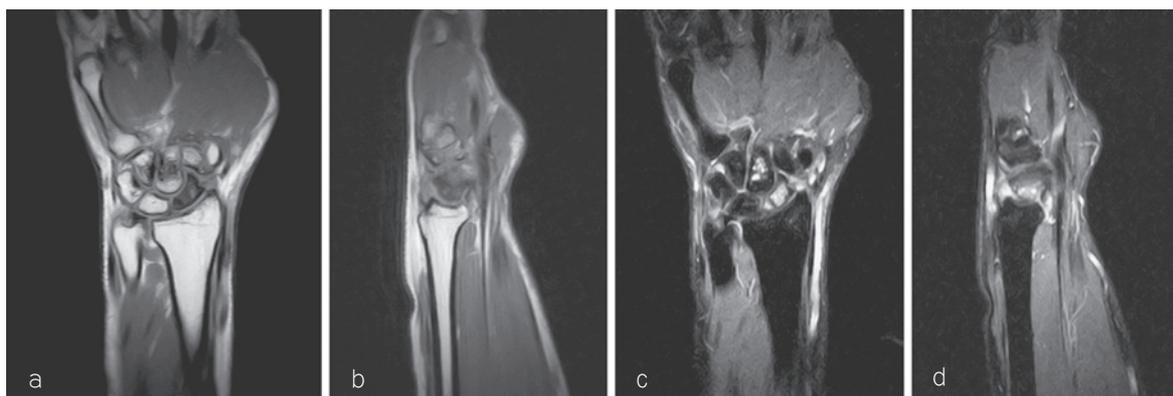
MRI. T1, STIRともに舟状骨全体および有頭骨内に輝度変化を認める。
